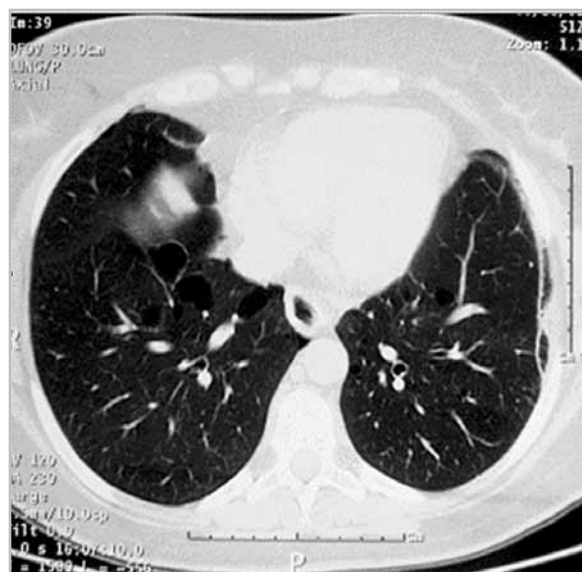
Компьютерная томограмма высокого разрешения органов грудной клетки у пациента К., 43 года, с обострением ХОБЛ средней степени. Аксиальный срез на уровне 5 см ниже бифуркации трахеи
